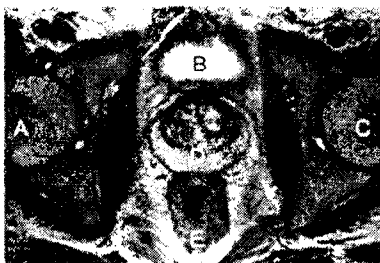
МР-томограма нормальної простати. А — права стегнова кістка, В — сечовий міхур, С — ліва стегнова кістка, D — простата, Е — пряма кишка.
